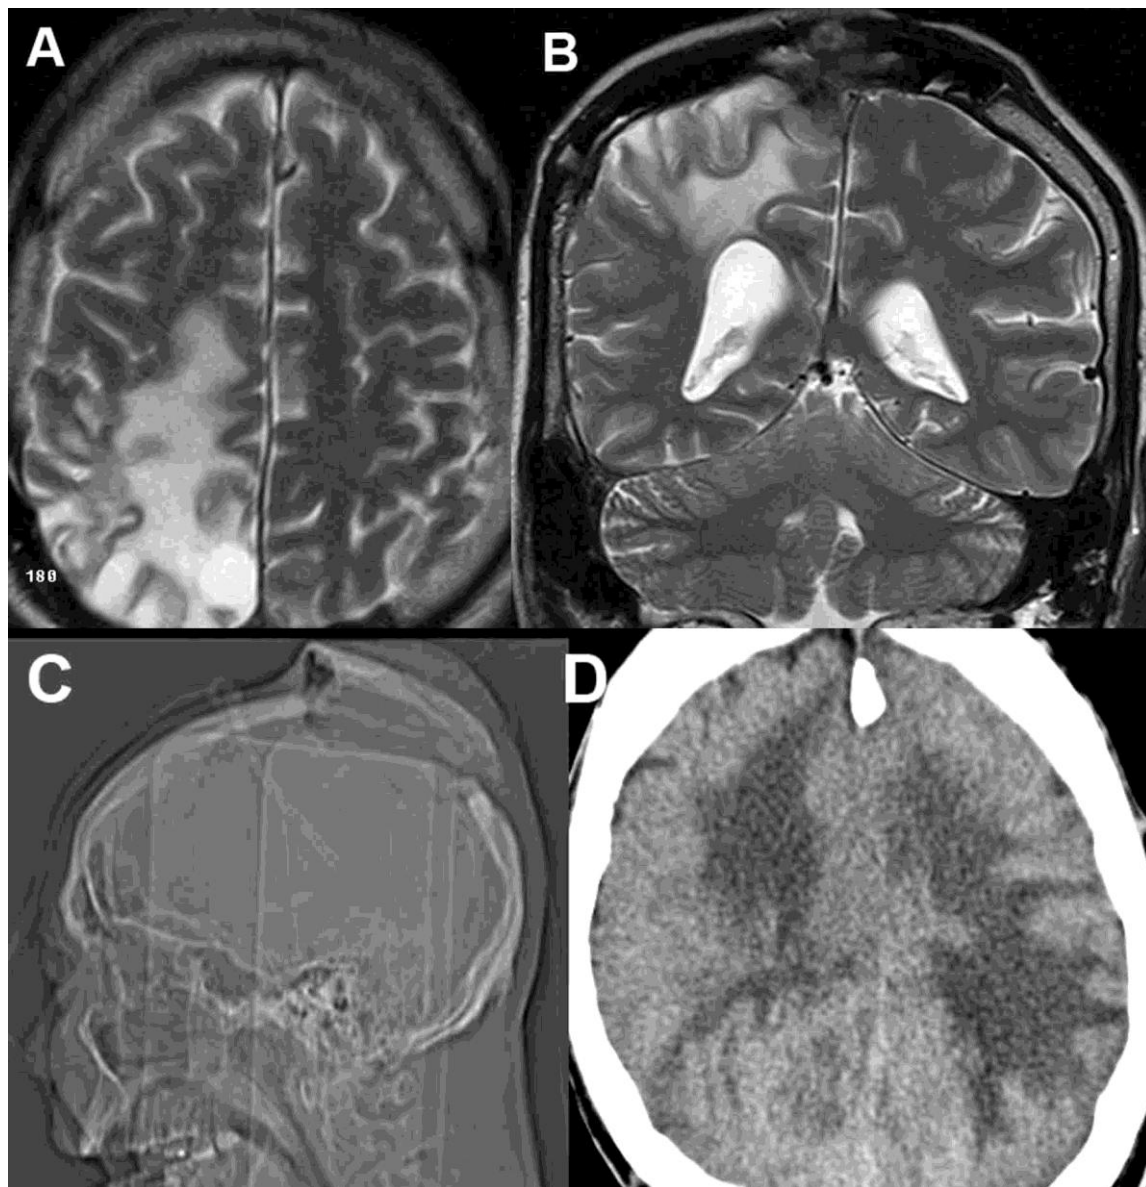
A y B: Imagen de Resonancia Magnética al concluir tratamiento con Nimotuzumab, donde sólo se observa pequeño fragmento tumoral menor de 2 cm (noviembre del 2009) en los cortes axiales y coronales realizados. C y D: TC de cráneo simple, donde se observa gran recidiva bilateral parieto – occipital con levantamiento del flap óseo (noviembre del 2010).
